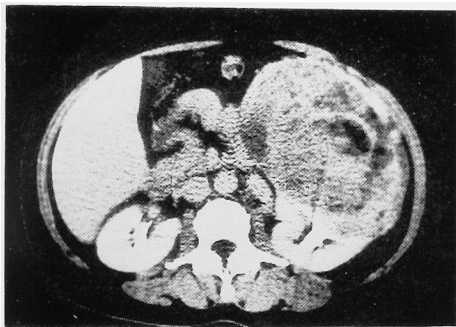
症例4のL₂の高さのCT像。左腎の巨大な腫瘍の中に斑状に脂肪の存在を示す low density area を認める。
